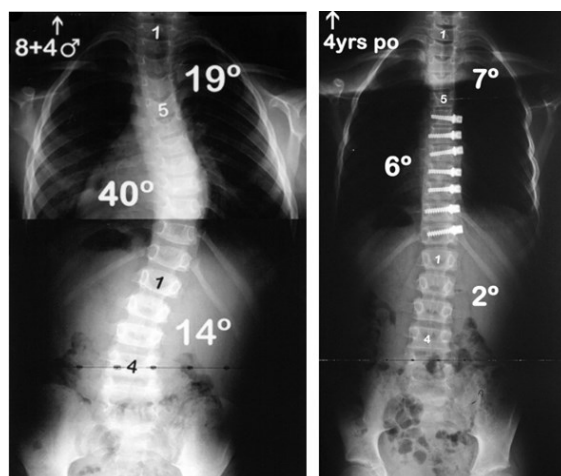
Radiographie coronales montrant la courbure principale de 40° d'une scoliose idiopathique juvénile qui a été progressivement corrigée pendant plus de 48 mois après l'attachement (via une approche antérieure des vertèbres) d'un *tether* entre T6 et T12 (modifiée de [85]).
